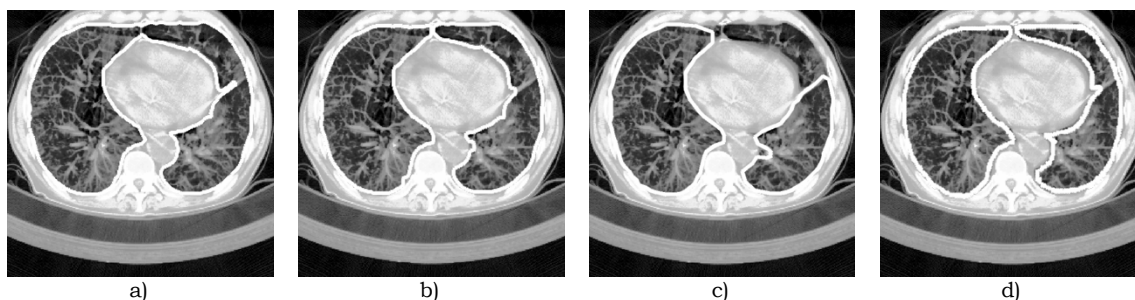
Imagem equalizada de TAC da região pulmonar inferior (basal) com sobreposição visual das áreas pulmonares, os contornos: a), b) e c) foram obtidos pelos Métodos Rápido, com Separação de Pulmões e Contornos Activos, respectivamente; d) de referência.
